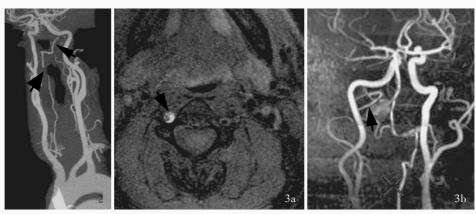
入院后首次颈部CTA显示右椎动脉异常纤细,部分可疑闭塞(粗箭头所示),远端呈"串珠"样改变(细箭头所示) 图 3 高分辨力 MRI 检查所见 3a 通过椎动脉横突孔的横断面重建图显示右椎动脉夹层形成(箭头所示) 3b MRA显示右椎动脉颅内段夹层动脉瘤(箭头所示)
